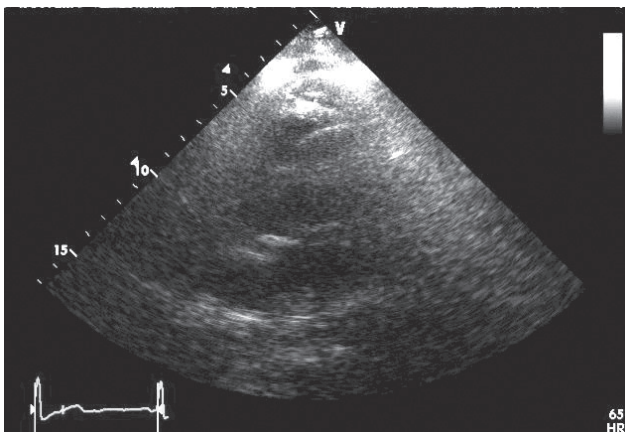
Эхокардиограмма: имплантированный эндокардиальный электрод расположен в правом желудочке.
